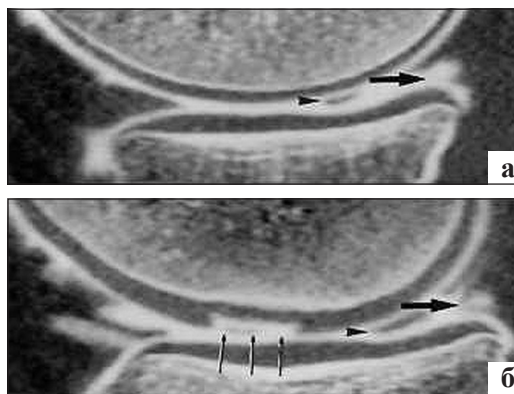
СКТ артрографія. Фронтальна МПР колінного суглоба на рівні задніх рогів виростків: 1 — нестабільний поздовжній розрив заднього рогу бічного меніска за типом «ручки лійки», 2 — горизонтальний розрив заднього рогу присереднього меніска
